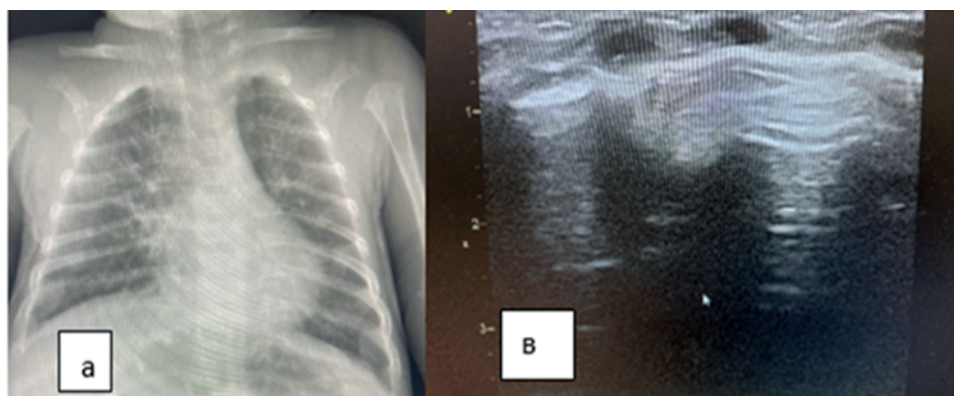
Рентгенологічна (а) та ультразвукова картина після РМ (в)
